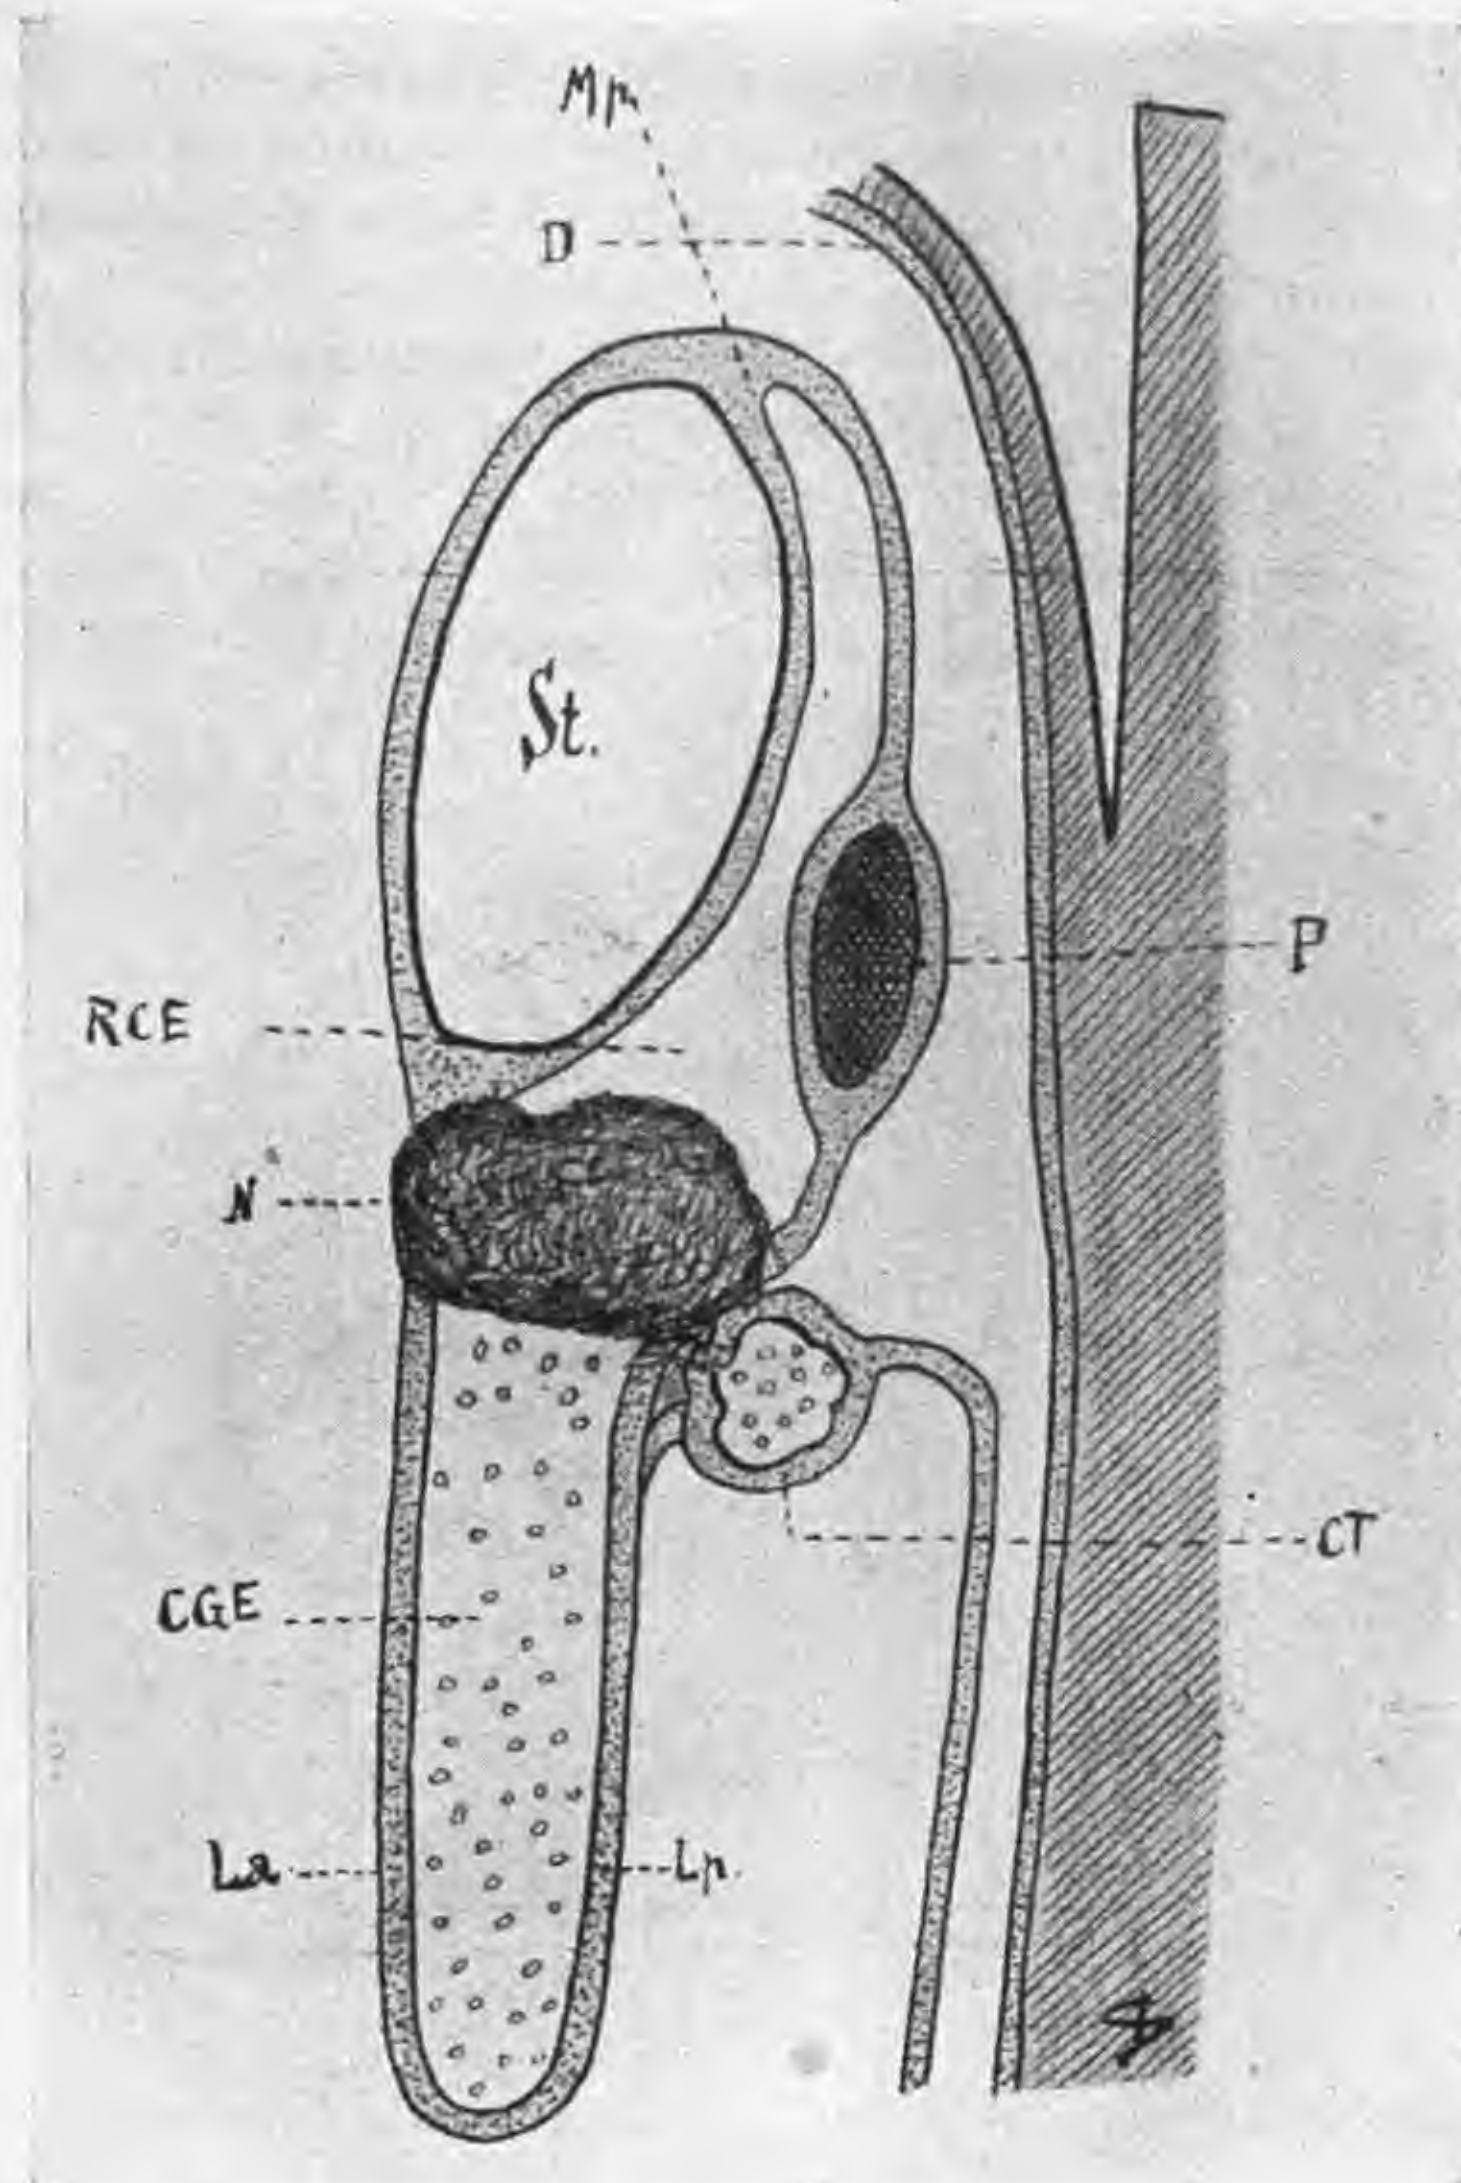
St*, stomaco; *Mp*, mesogastrio posteriore; *D*, diaframma; *P*, pancreas; *RCE*, retrocavità degli epiploon; *N*, neoplasma; *CT*, colon trasverso; *CGE*, cavità del gr. epiploor. o borsa omentale; *La*, lamina anteriore; *Lp*, lamina posteriore.
